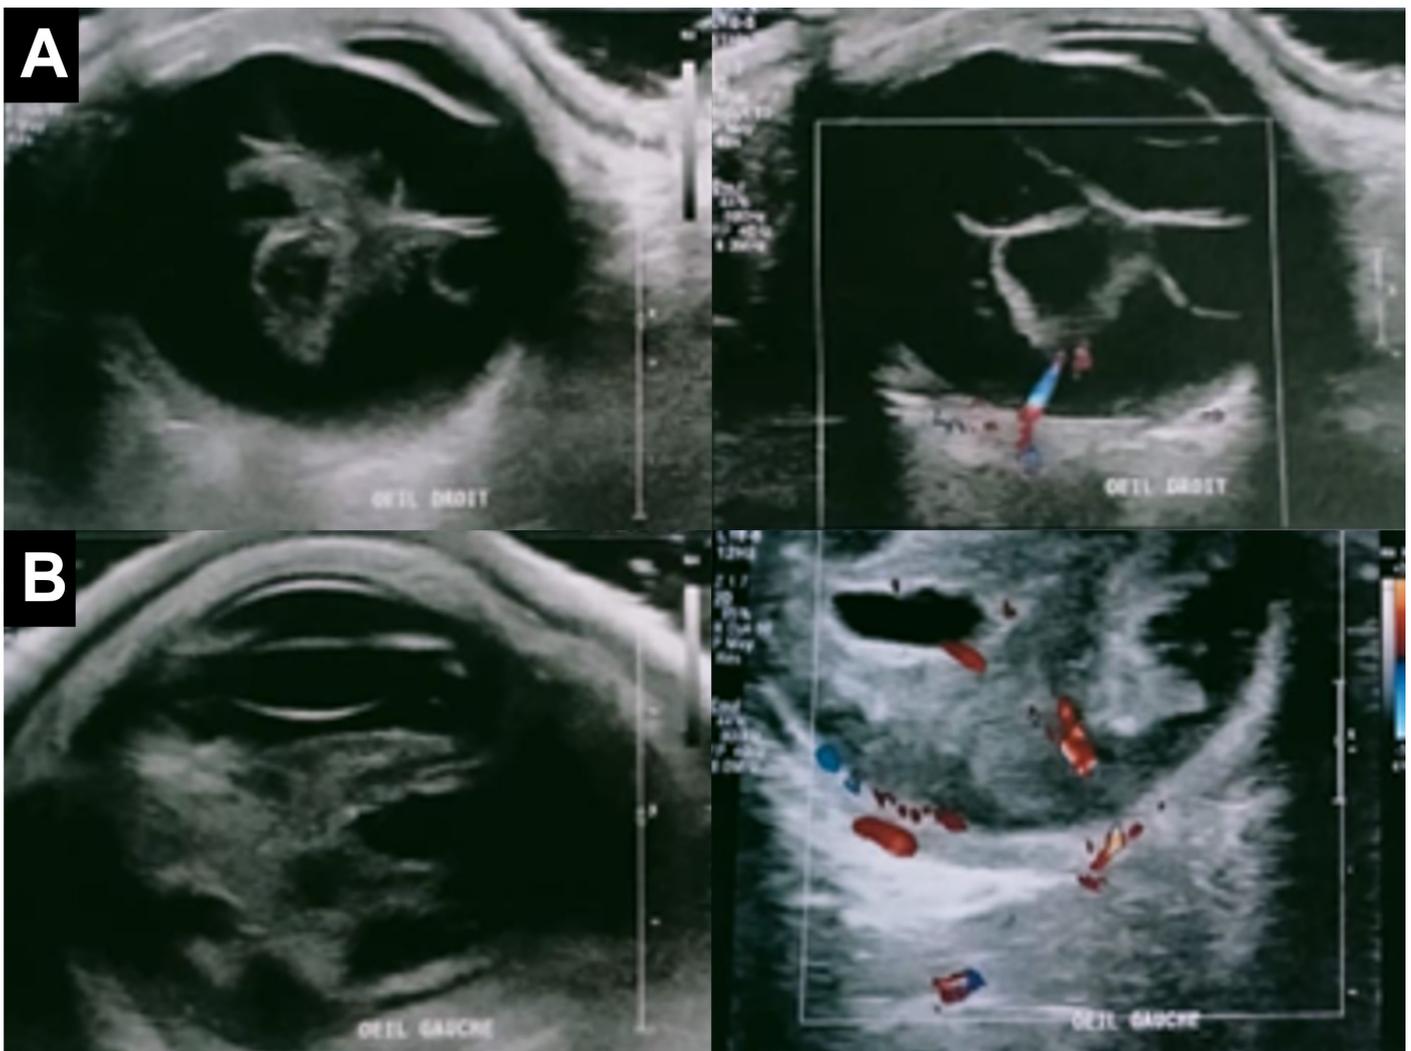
Échographie oculaire en mode B montrant des échos hétérogènes intravitréens ne disparaissant pas à la diminution du gain associées à un flux doppler de siège intra-vitréen témoignant d'un décollement de rétine bilatéral. (A) œil droit (B) œil gauche.
